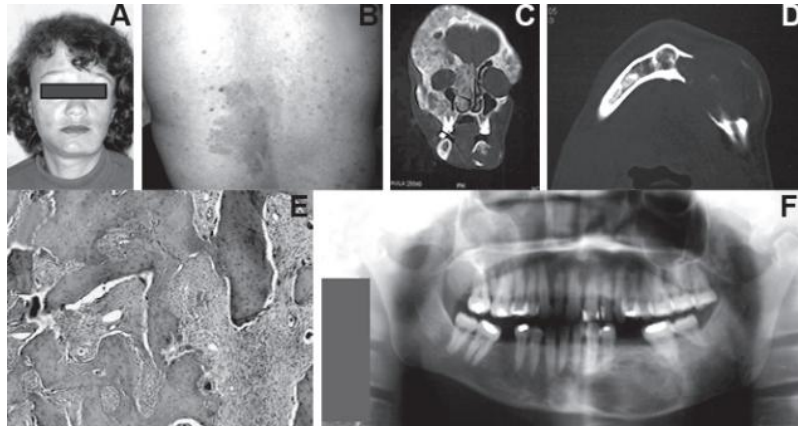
A – Fotografia representando a assimetria facial com origem no lado esquerdo da mandíbula. B – Pigmentação tipo *café-au-lait* situada nas costas da doente. C - Tomografia computadorizada mostrando as lesões líticas nos ossos cranianos. D - Tomografia computadorizada na mandíbula, revelando o aumento de espessura do osso medular e cortical fina. E – Achados histológicos compatíveis com displasia fibrosa. F – Ortopantomografia panorâmica, onde se pode observar várias áreas radiopacas, com aspecto de vidro fosco, e áreas radiotransparentes de densidade variada e estreitamento da cortical mandibular. Xavier et al, 2008.
